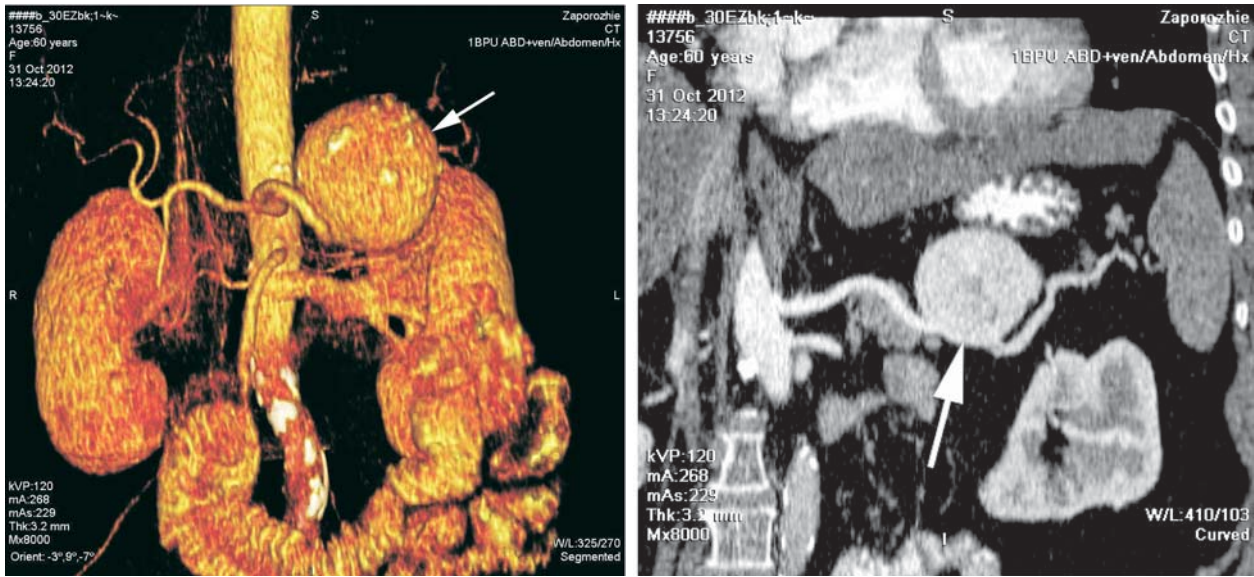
МСКТ больной К., 60 лет (стрелкой указана аневризма селезеночной артерии)
